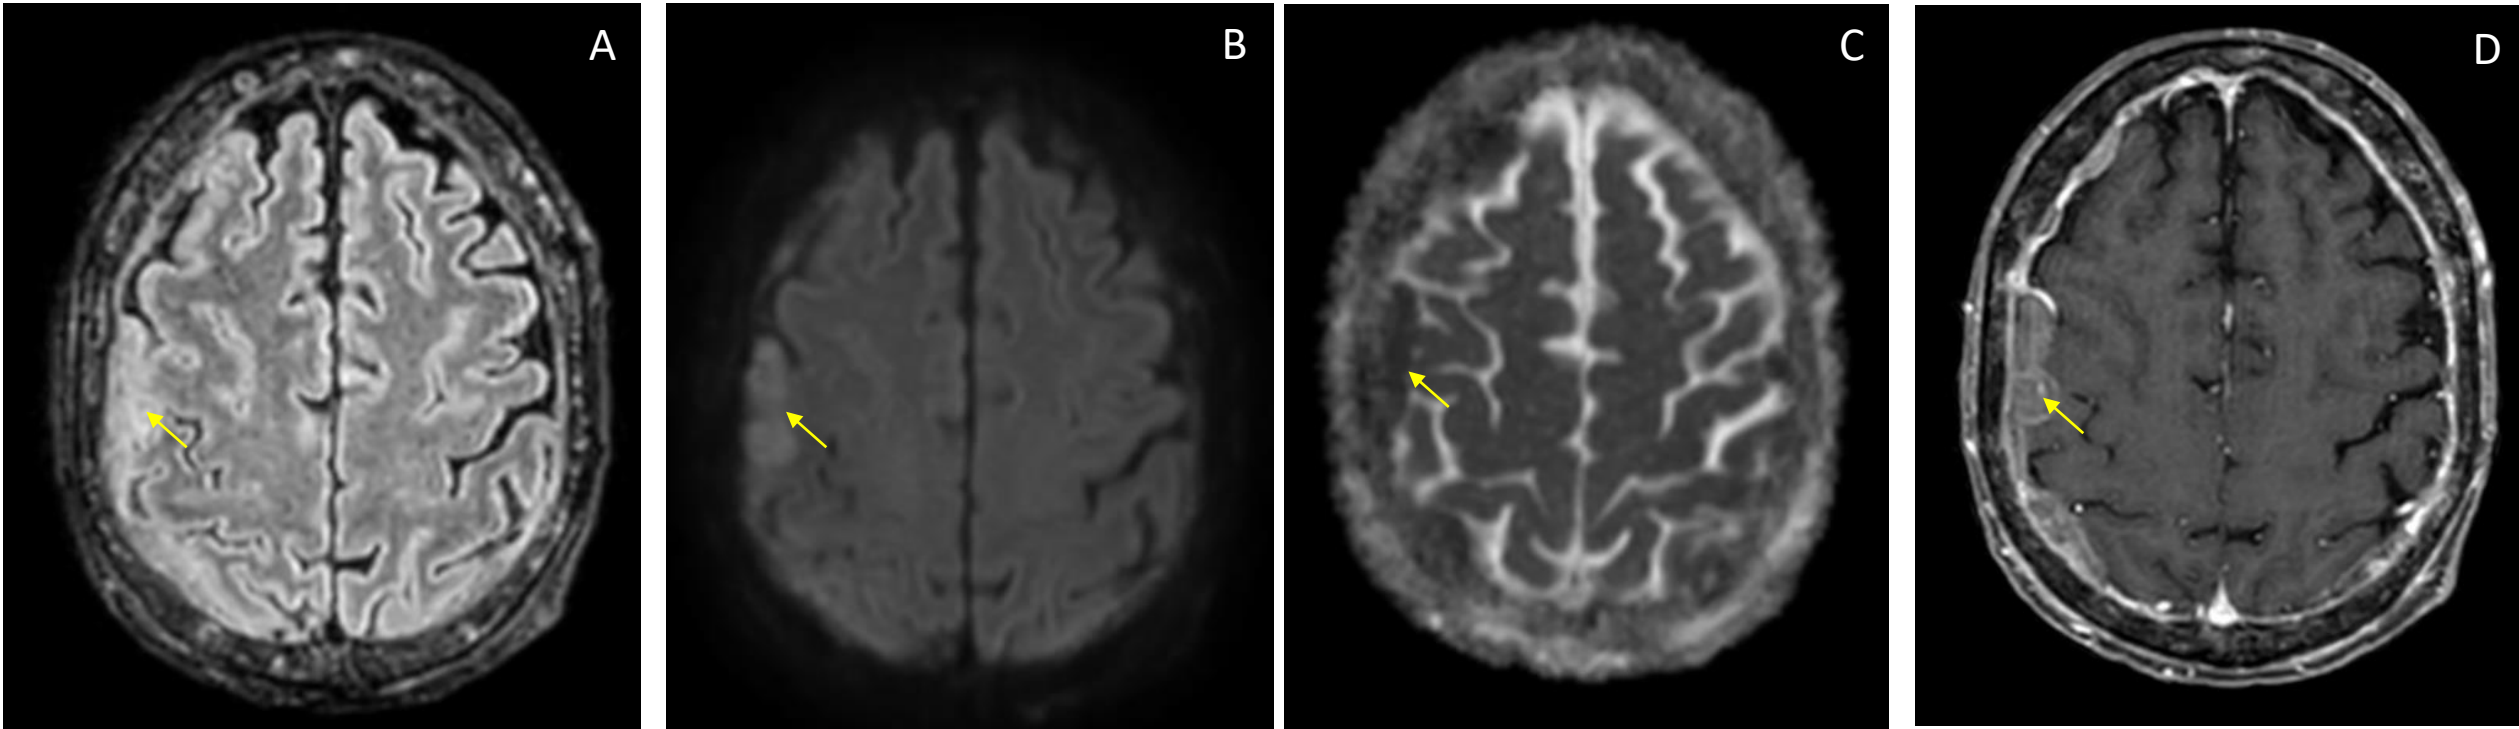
RM de cráneo , secuencias FLAIR (A), DWI(B), ADC (C), T1+CIV (D). Paciente mujer de 54 años con cáncer de mama y cefalea. Engrosamiento paquimeníngeo difuso tanto supra como infratentorial, con placas nodulares en la convexidad derecha, más evidenciable tras la administración de CIV (flechas amarillas). Carcinomatosis meníngea
